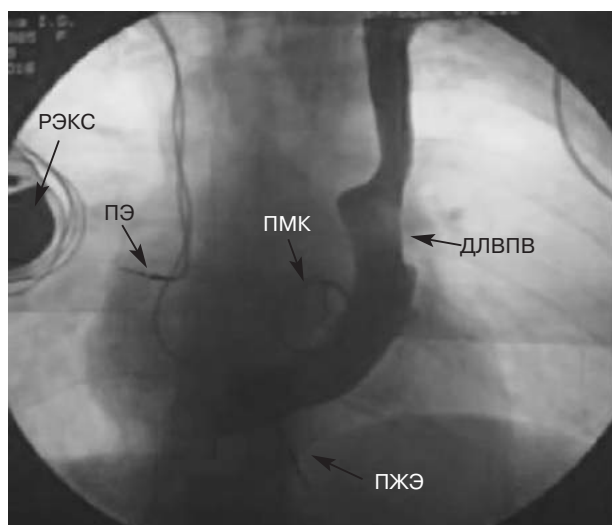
Рентгенография органов грудной клетки после контрастирования левой подключичной вены.
